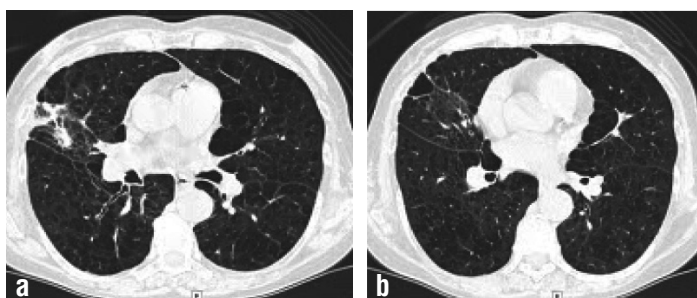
TC Tx: Tractos cicatrizales en donde previamente se evidenciaba bulla.
